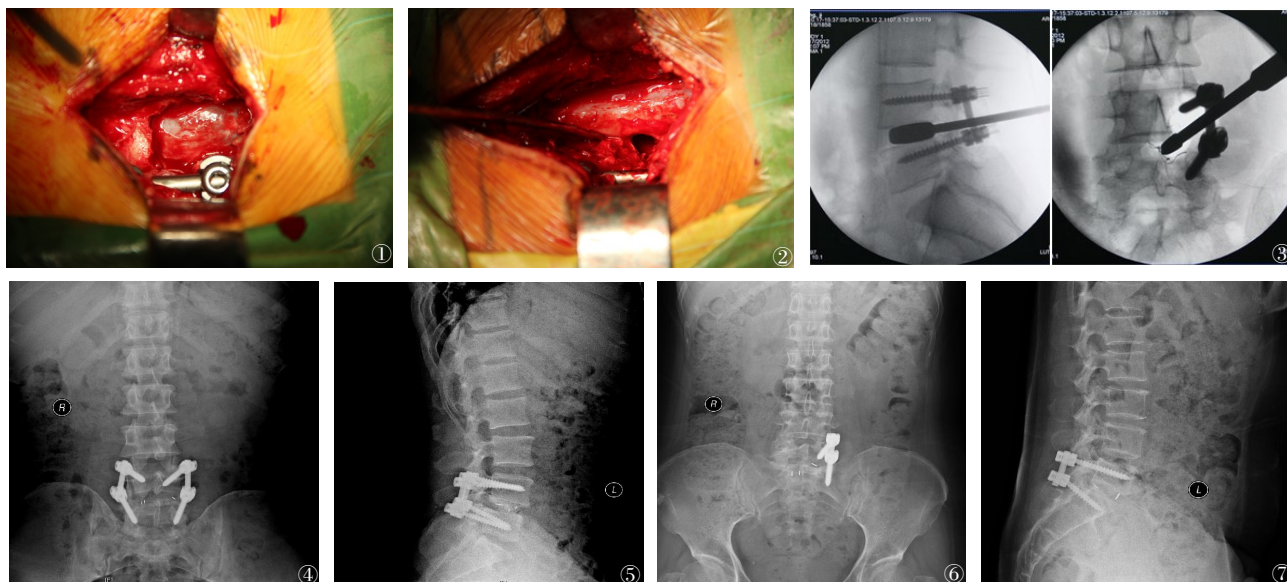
男性,67岁,腰椎间盘突出症,单侧竖脊肌剥离,行半椎板减压结合单侧椎弓根螺钉固定,清晰显示减压范围 图2 男性,75岁,腰椎管狭窄症,单侧竖脊肌剥离,行全椎板减压结合单侧椎弓根螺钉固定,清晰显示整个硬膜囊 图3 女性,65岁,腰椎间盘突出症,术中X线显示应用插入、旋转、撑开维持技术处理椎体间隙 图4~7 术后随访X片 图4,5 女性,68岁, L₄~₅腰椎退行性滑脱,双侧椎弓根螺钉固定结合TLIF,术后X线显示滑脱复位良好 图6,7 男性,67岁, L₅~S₁腰椎间盘突出合并腰椎不稳,左侧椎弓根螺钉固定结合TLIF,术后X线显示滑脱复位良好
